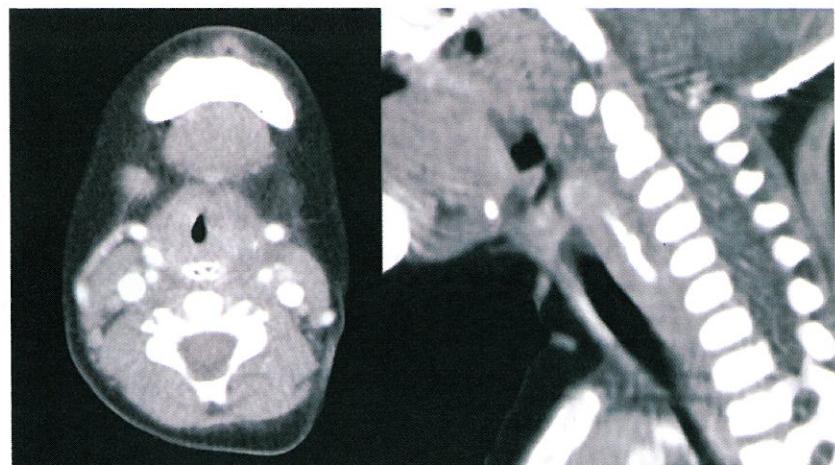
Axial and MPR Sagittal CT images of case 2. A fish bone is shown in the cervical esophagus. Edematous change around the glottis is also demonstrated.
